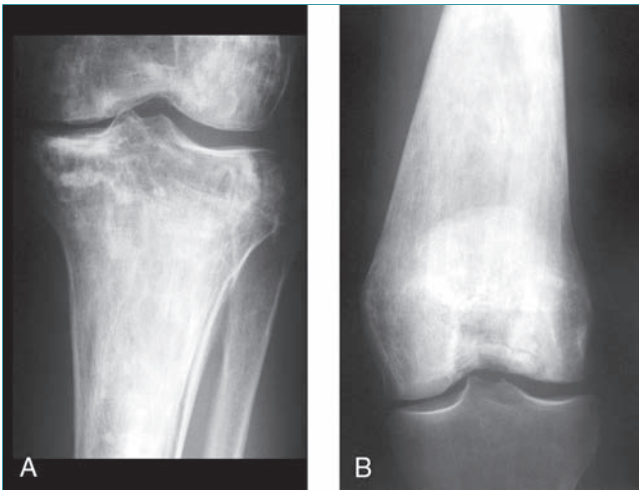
Enfermedad de Gaucher. A, Radiografía anteroposterior de la tibia que muestra esclerosis de la cavidad medular. B, Radiografía anteroposterior de fémur distal que muestra la deformidad en matraz de Erlenmeyer típica de la enfermedad de Gaucher. Apréciase el ensanchamiento de las metáfisis.
